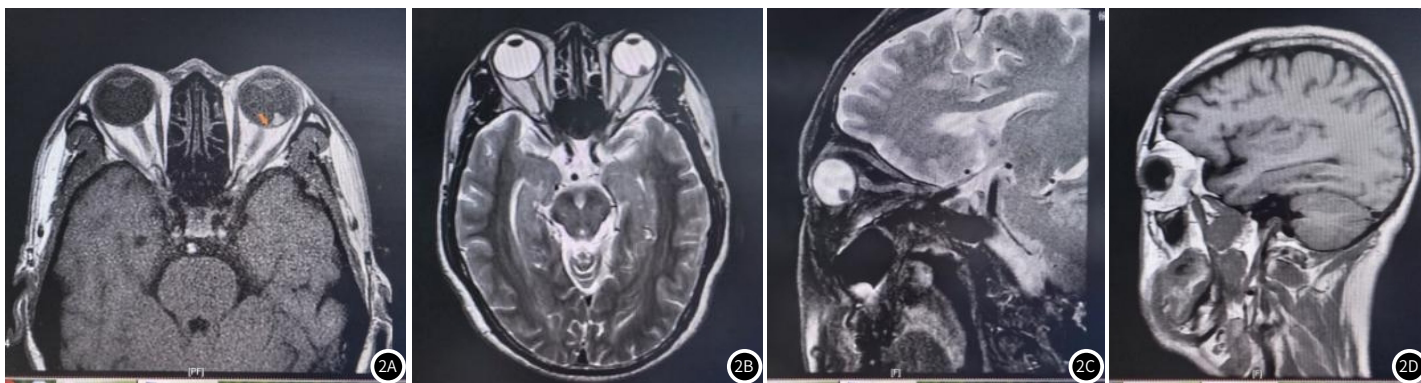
葡萄膜黑色素瘤患者MRI成像(2A、2B:葡萄膜黑色素瘤MRI轴位成像;2C、2D:葡萄膜黑色素瘤矢状位成像)。
